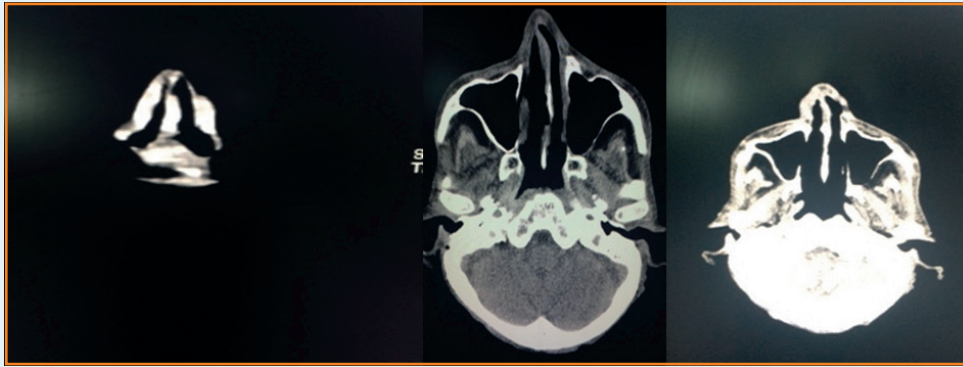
Computerize tomography facial bone. Surgical technique
